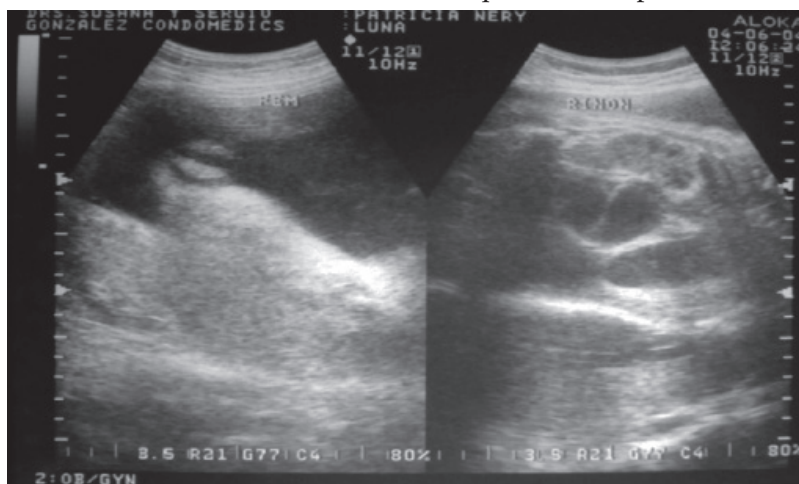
Ecosonograma tomado a las 37 semanas de gestación que muestra ecogenicidad aumentada en parte superior abdomen
